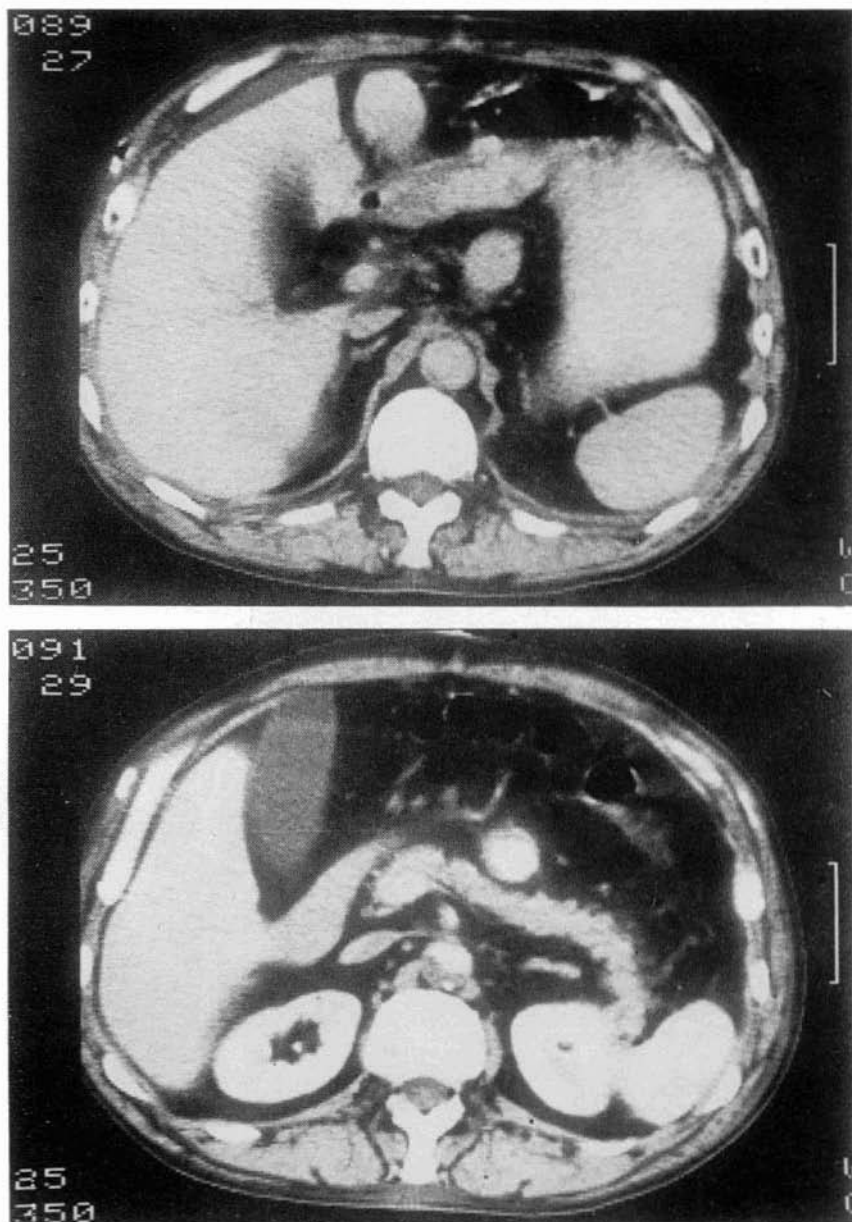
TAC postoperatorio de un paciente con un injerto entre aorta supraceliaca y ambas femorales, mostrando la relación del injerto con el estómago, situado por delante (A) y el páncreas situado por detrás (B).
